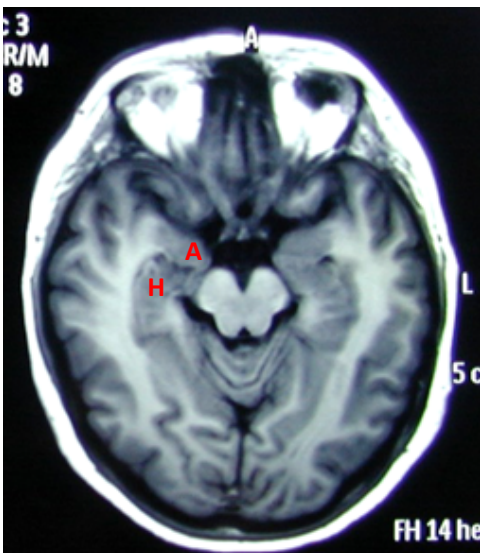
Imagen de RM, en T1, corte axial a nivel mesencefálico, en donde se pueden ver las amígdalas A y el hipocampo H.
